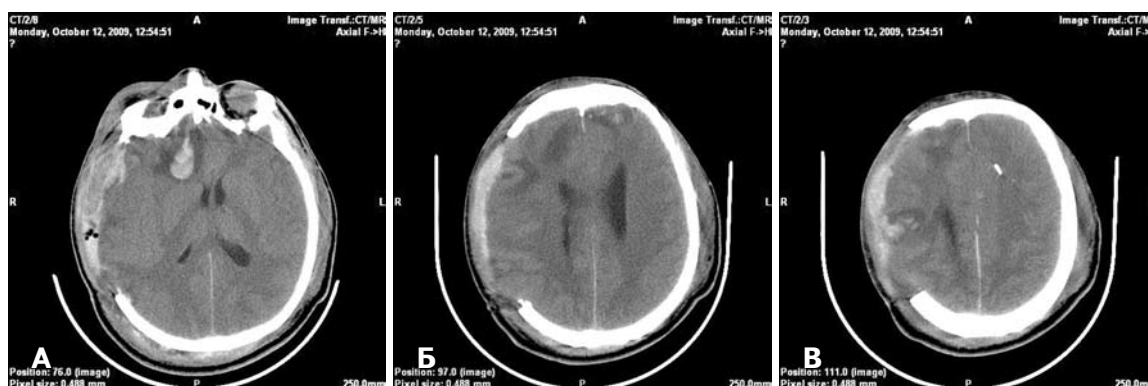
Спіральна комп'ютерна томографія головного мозку хворого після ДК. Аксиальні зрізи. А — стан після ДК. Регрес дислокаційного синдрому. Зміщення серединних структур мозку вліво на 4 мм; Б — вип'ячування ушкодженого мозку в трепанаційний дефект; В — тінь паренхіматозного датчика вимірювання ВЧТ в корі лівої лобової частки.
